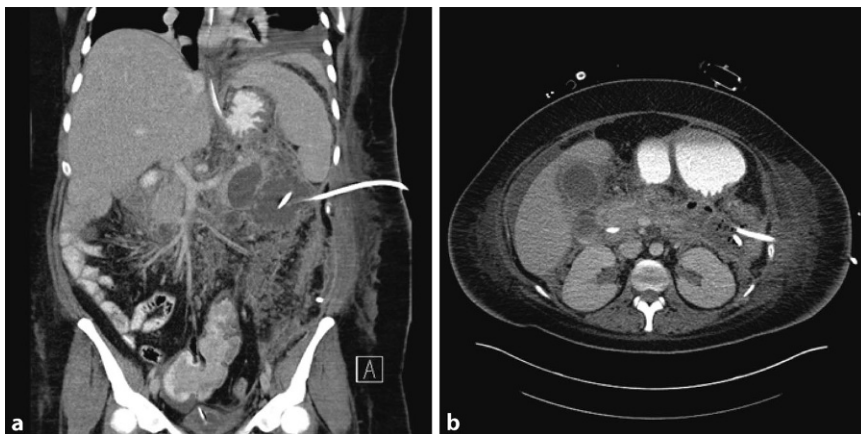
▲ Eingebachte CT-Drainage in die retroperitoneale Abszessformation. a Koronar-, b Axialelebene
